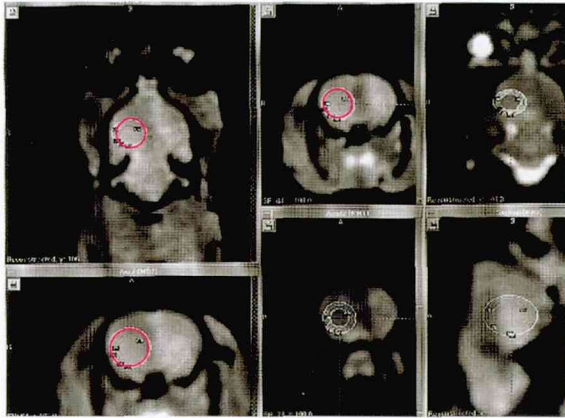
Target planning on the MRI images.
